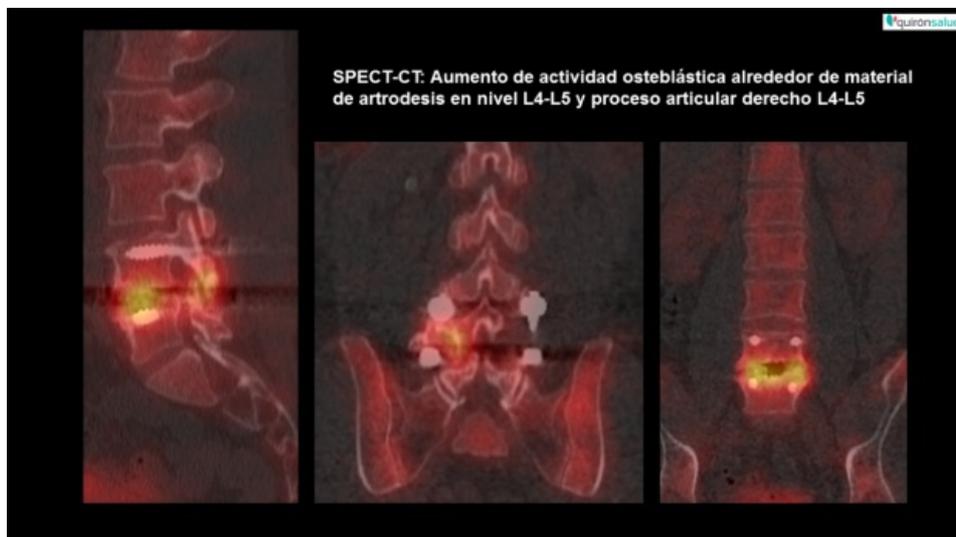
Imágenes SPECT-CT de región lumbosacra.
